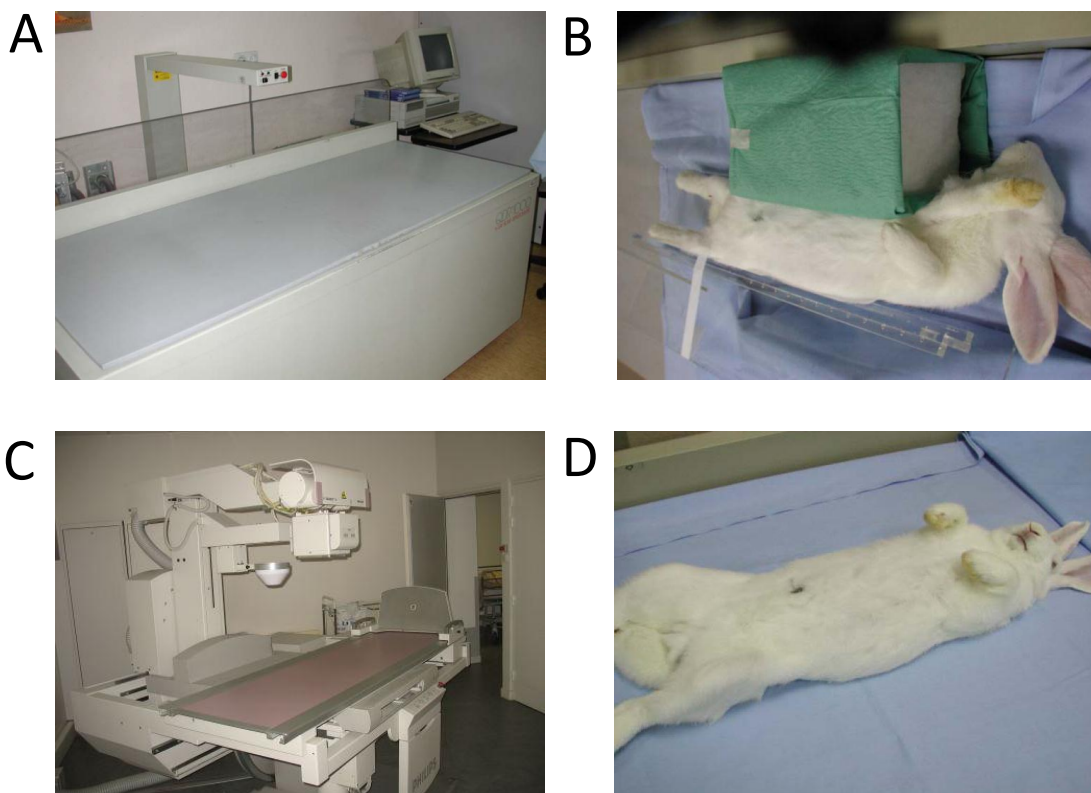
Densitómetro Hologic QDR-1000 y sistema Philips Diagnost93 para densitometría y radiografías (A y C). B y D, posicionamiento decúbito supino de los conejos bajo anestesia general con Ronpum® y Ketolar® en proporción 1:2.
